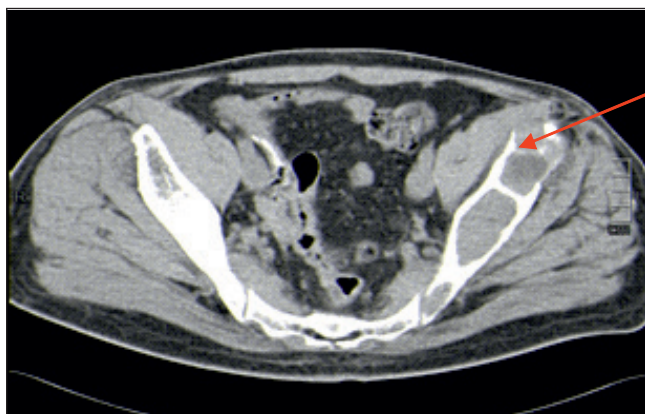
Срезы КТ. Отмечается дистрофическая перестройка костной ткани костей таза
